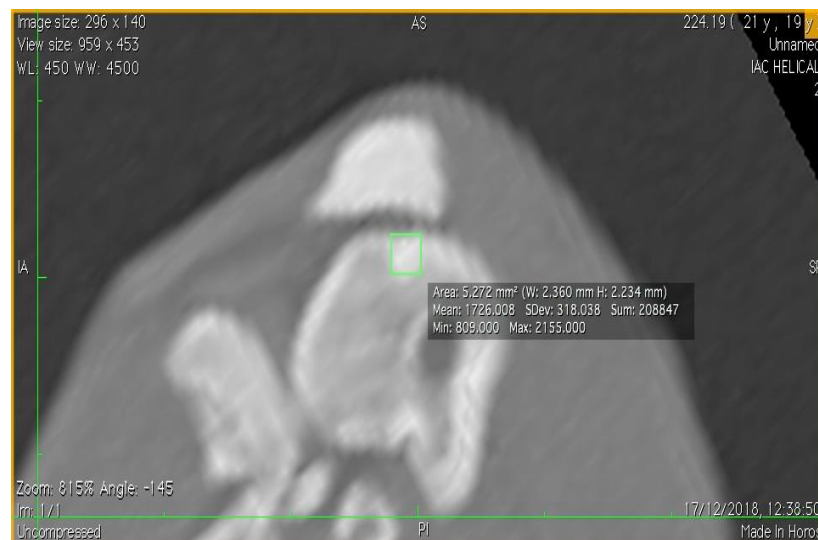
КТ коленного сустава кролика с пластикой дефектов деминерализованным костным материалом, спустя 3 месяца в косоаксиальной проекции – выделение полигональной фигурой границ дефекта с подсчетом общей средней плотности новообразованной ткани (в срез попал один дефект).
